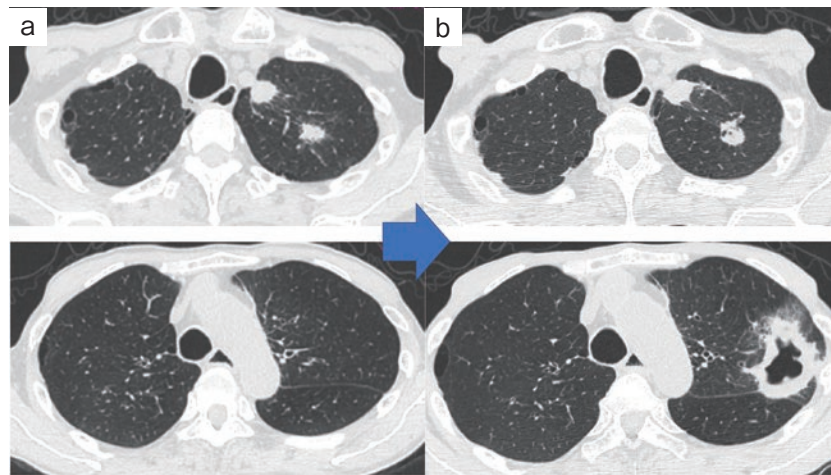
胸部CT. (a) 二次治療開始時, (b) 二次治療開始後第70病日. 左肺尖部の2ヶ所の結節は肺癌の原発巣と肺内転移巣である. 左上葉に二次治療開始時には認めなかった壁の厚い空洞性病変を認めた.
